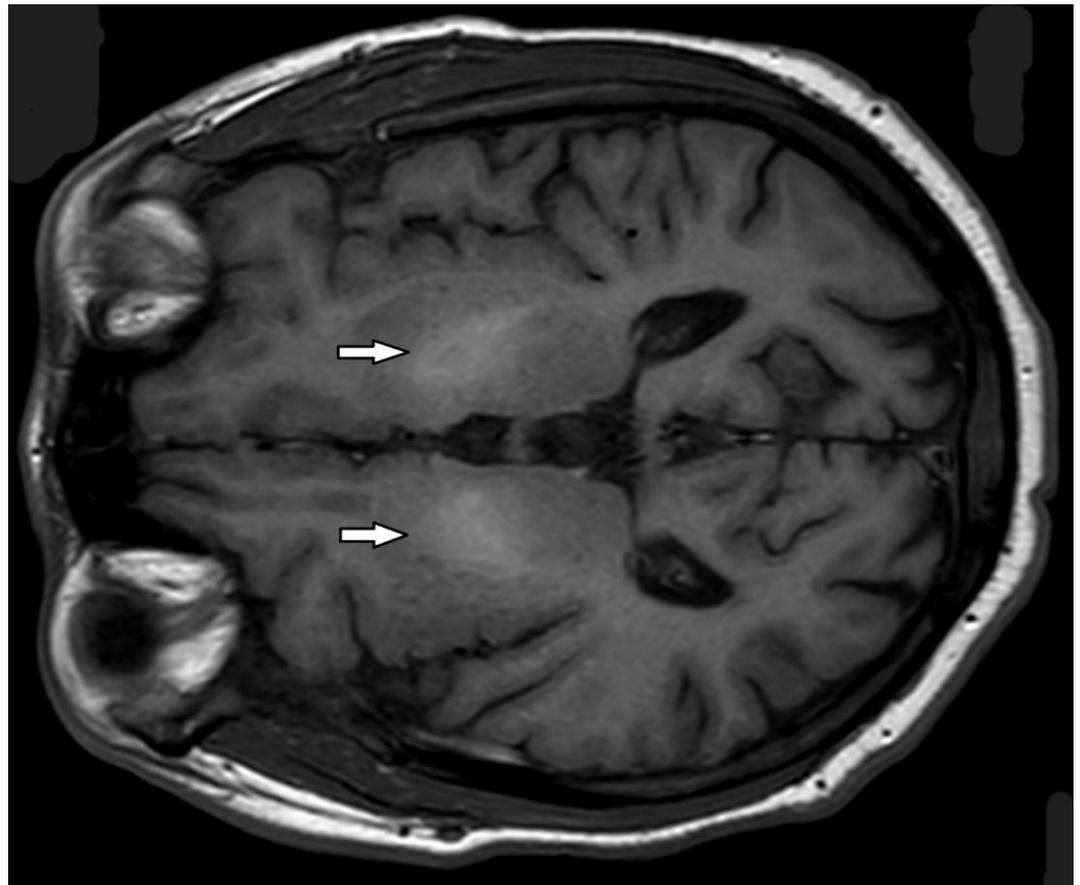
Ressonância magnética do cérebro revelando atrofia cortical e hiperintensidade bilateral no globo pálido em sequências ponderadas em T1, sugerindo degeneração hepatocerebral adquirida neste contexto clínico.
